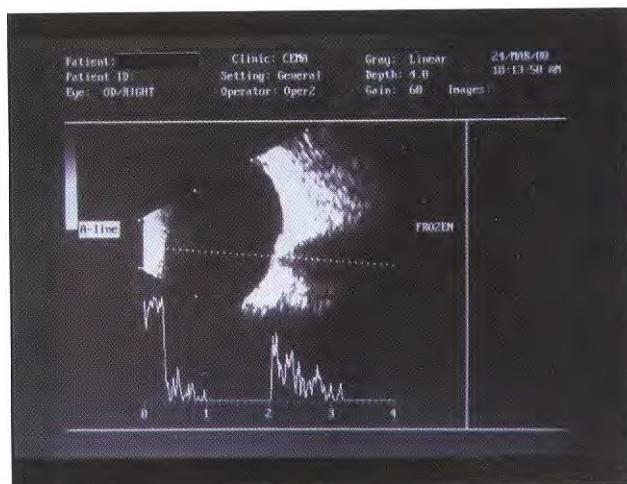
Ultrassonografia OD.
